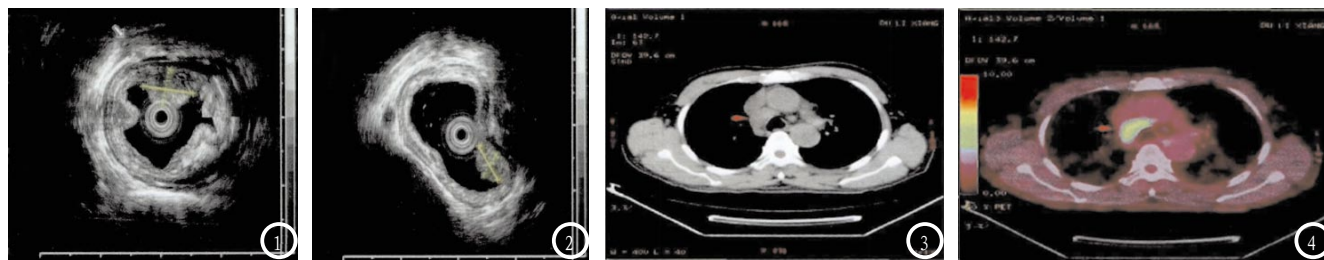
食管癌患者EUS及PET-CT检查影像学表现。图1-2: EUS示食管肿瘤侵犯黏膜下层。图3-4: PET-CT显示纵膈转移淋巴结。
